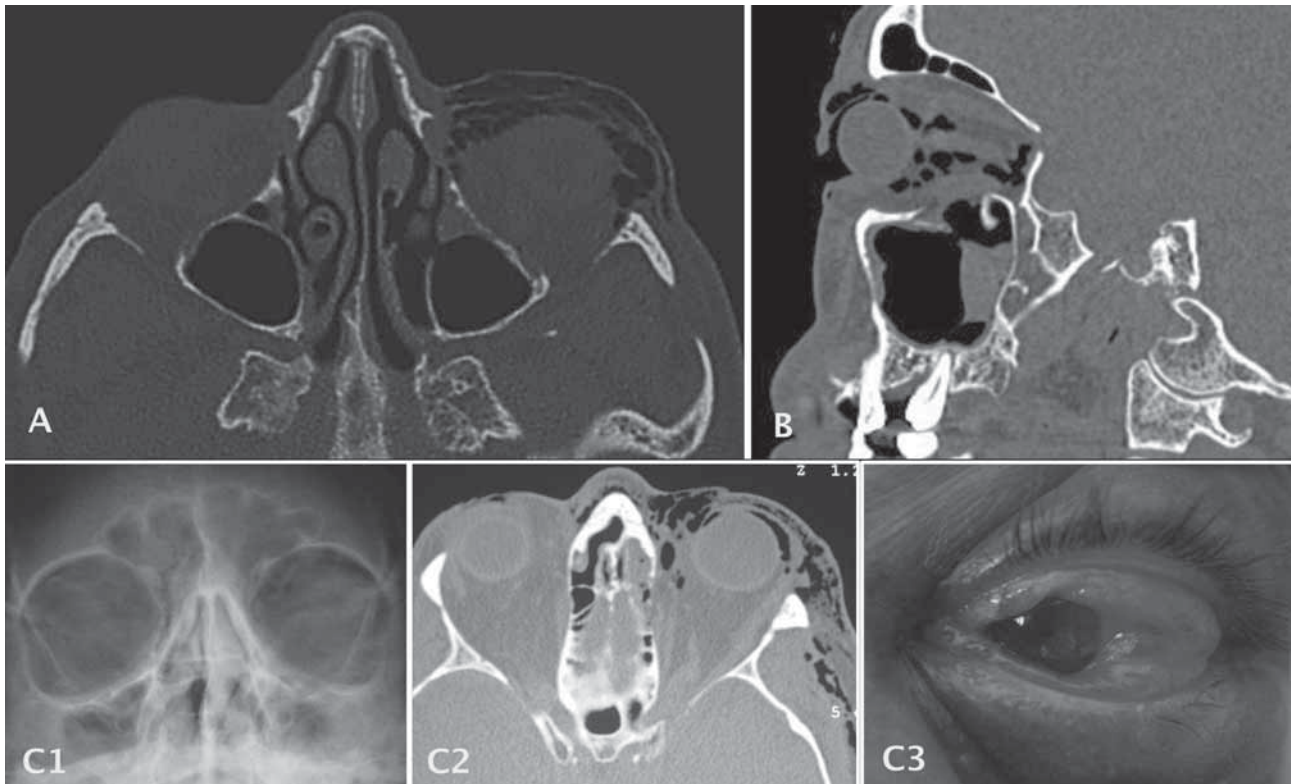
A: Enfisema preseptal y retroseptal (subcutáneo periorbitario y peribulbar). B: Fractura del suelo de la órbita con enfisema en espacio preseptal y retroseptal (subcutáneo periorbitario, peribulbar y retrobulbar extraconal e intraconal). C1-3: Mismo paciente donde se aprecia en la radiología simple aire en la porción superior de la órbita izquierda, en el TC enfisema preseptal y retroseptal (subcutáneo frontotemporal, peribulbar y retrobulbar extraconal) y enfisema subconjuntival con importante quemosis que impide el cierre de los párpados.
